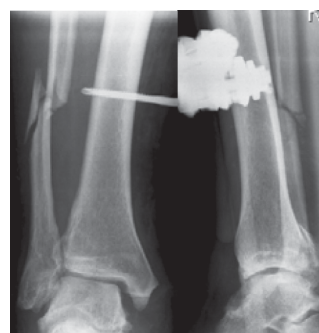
Рентгенограммы правого голеностопного сустава больного З. после фиксации КСВП
